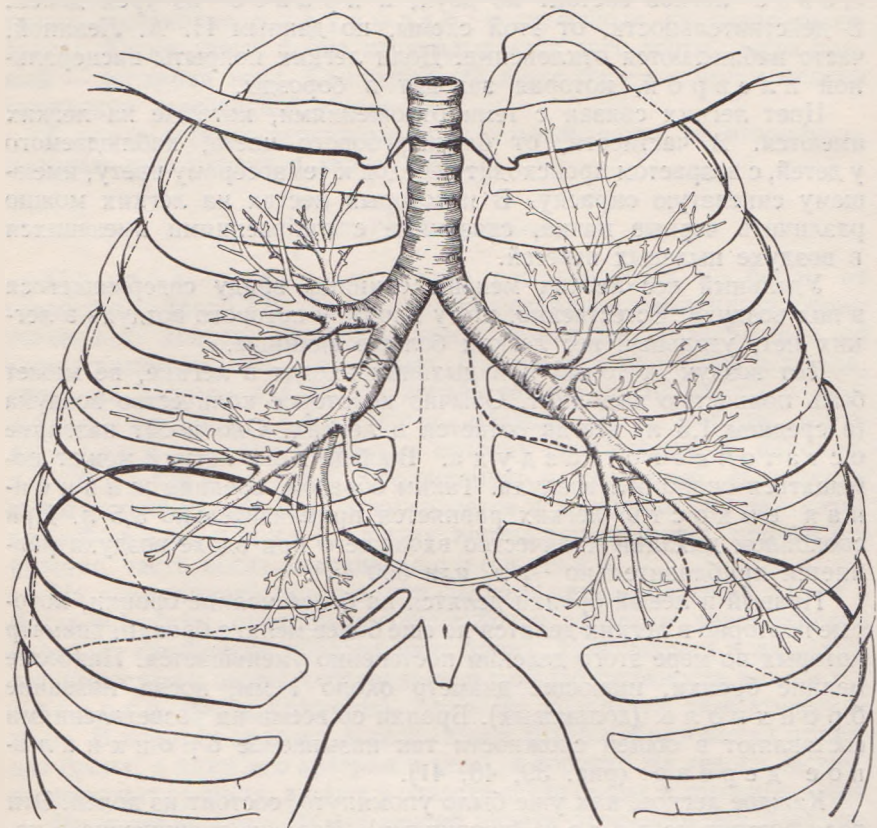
Бронхиальное дерево (рисунок сделан на основании серии препаратов и рентгенограмм В. Ф. Баклановой и Н. А. Левиной).
